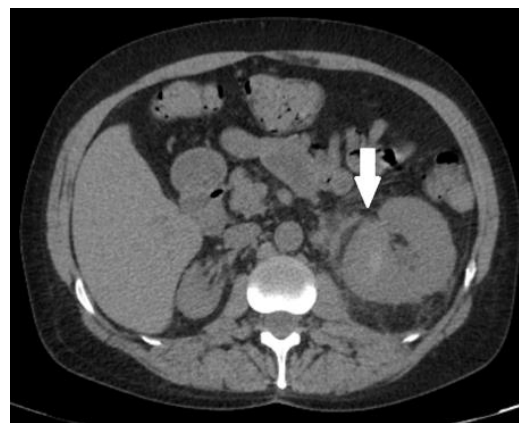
Tomografía axial computada de abdomen y pelvis, corte axial: se observa hematoma en polo superior renal izquierdo, de 3 cm por 4 cm.
